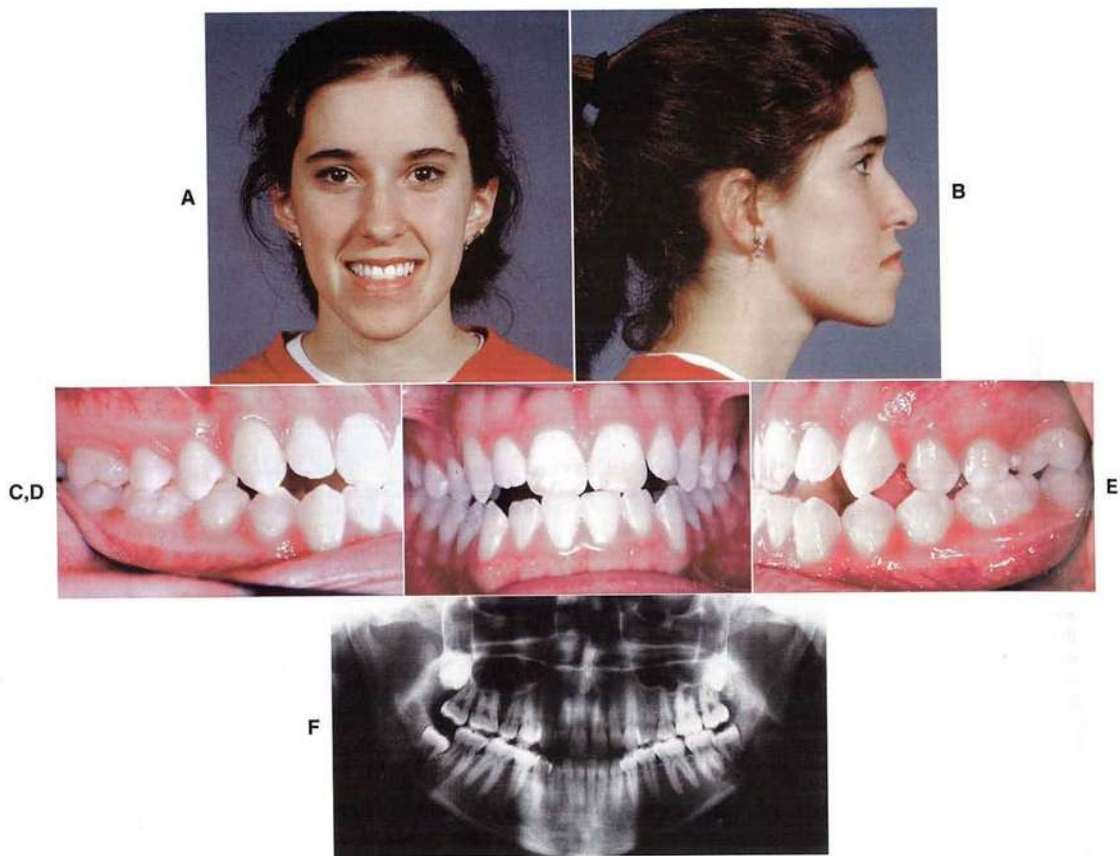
A, B, Esta chica de 18 años solicitó tratamiento debido a que no le gustaba el aspecto facial que le provocaba su mentón prominente y asimétrico. C-E, Presentaba una maloclusión de mordida abierta de Clase III, con buena alineación en ambas arcadas aunque las líneas medias dentales se desviaban en la misma dirección que el mentón. F, La radiografía panorámica muestra que el cuello condíleo es más alargado en el lado izquierdo de la mandíbula.
